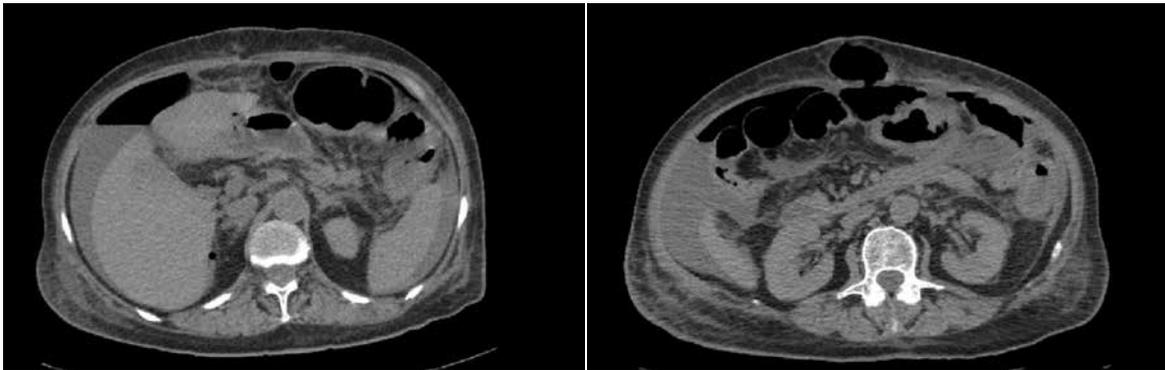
Компьютерная томография органов брюшной полости при поступлении
